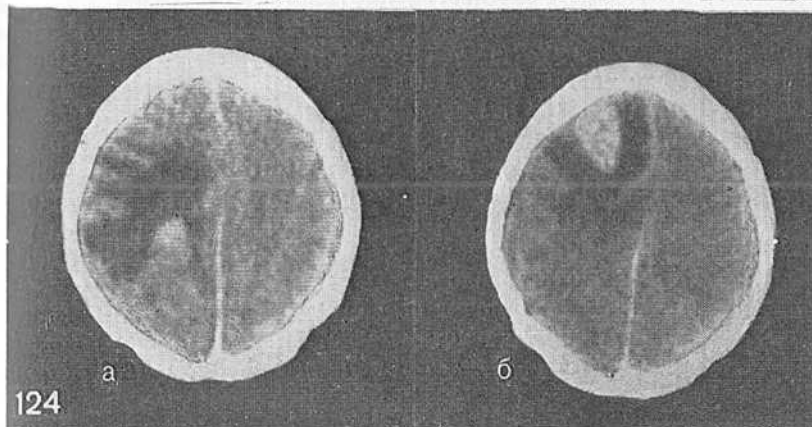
Динамика КТ у больного с метастазом гипернефром в правую теменную область (а), которому произведено его удаление, а через 2 мес после операции выявлен метастатический узел в правой лобной области (б).
